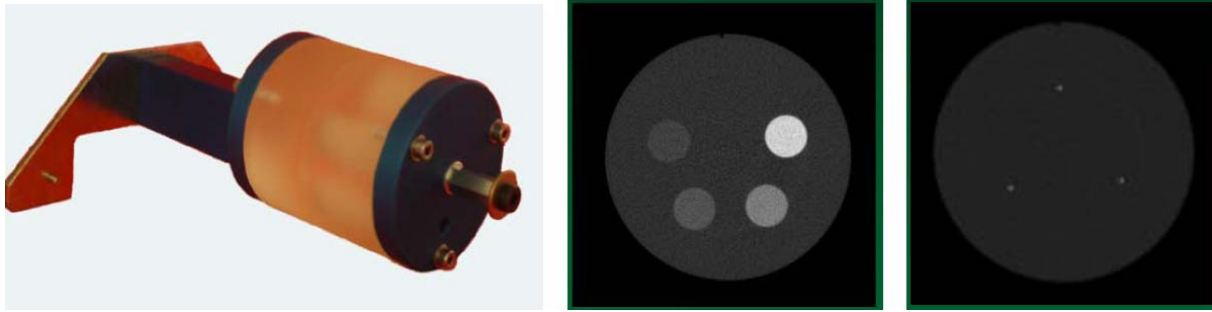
Fantôme de densité d'hydroxyapatite de l'Xtreme CT (gauche). Coupe 2D du fantôme de densité (milieu). Coupe 2D d'un fantôme permettant de s'assurer de la stabilité géométrique des images (droite).
